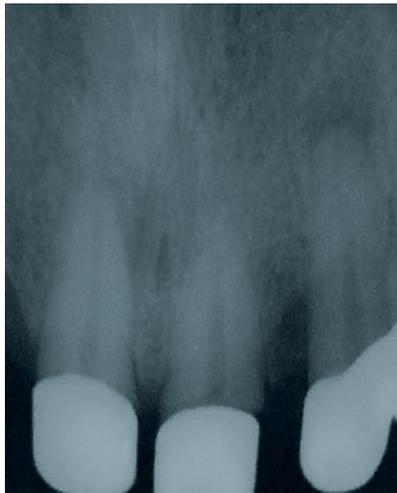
Röntgenbefund 11–22
